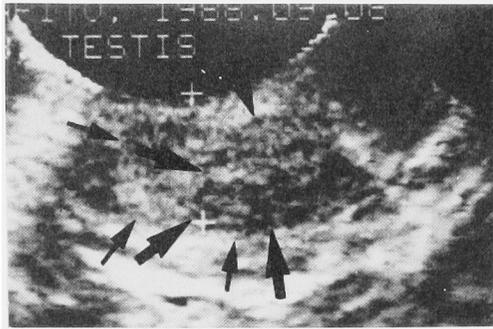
Ultrasonogram showing a well circumscribed round mass (large arrows) within the left testis (small arrows)
